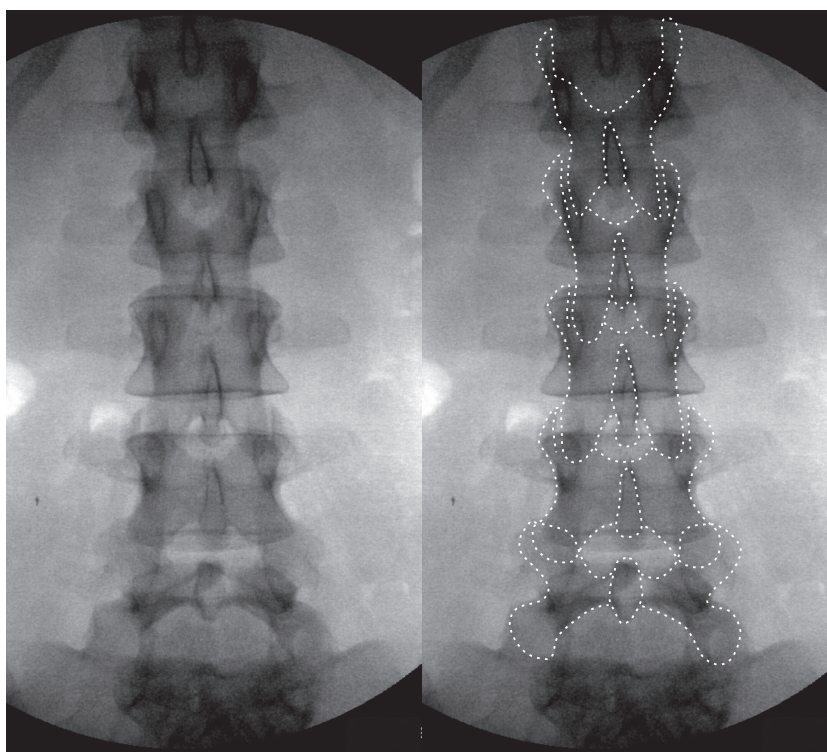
Paire de radiographies antéropostérieures du rachis lombal. Les éléments postérieurs des vertèbres lombales ont été tracés à droite.
